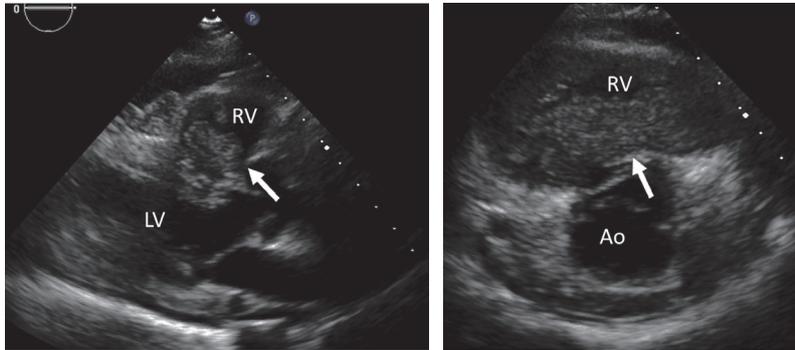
経胸壁心臓超音波検査 (左が傍胸骨左縁長軸像 右が傍胸骨左縁短軸像).
